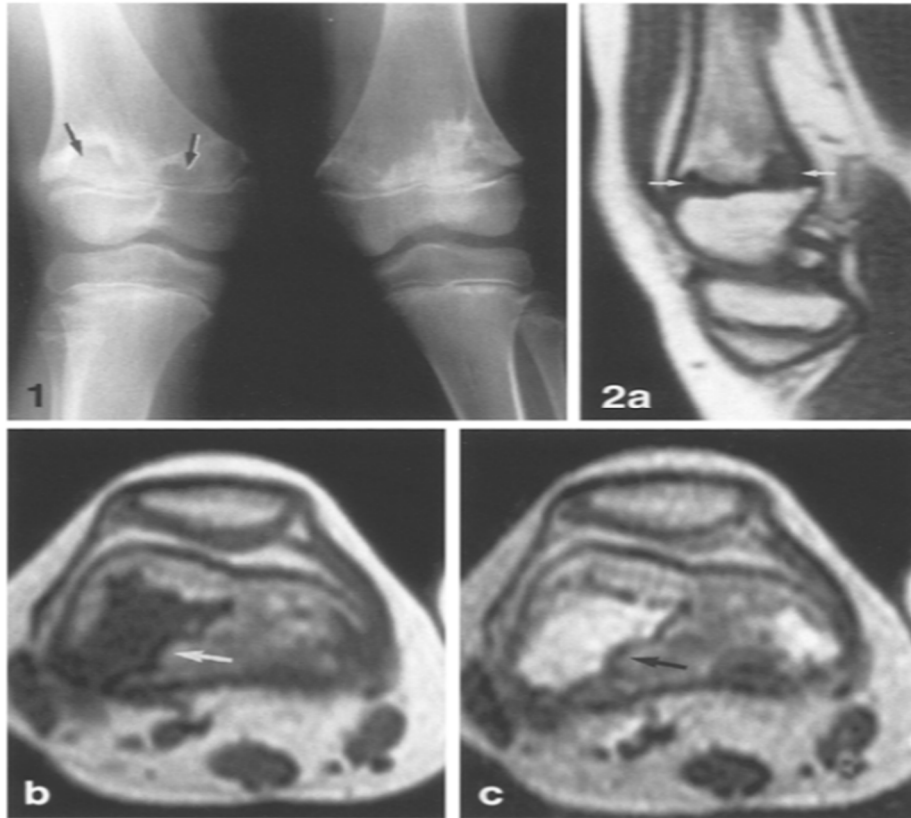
34-1 : Radiographie frontale debout : Déformations du valgus bilatéral. Les zones de croissance des fémurs distaux sont irrégulières et des radio transparences focales à bords sclérotiques sont présentes dans les métaphyses (flèches). Une irrégularité moins grave est présente au niveau tibial et fibulaire. 34-2a-c : IRM du genou droit : les lésions métaphysaires (flèches) ont les caractéristiques de signal d'un cartilage hyalin : hyposignal en T1, hypersignal en T2. (198)
